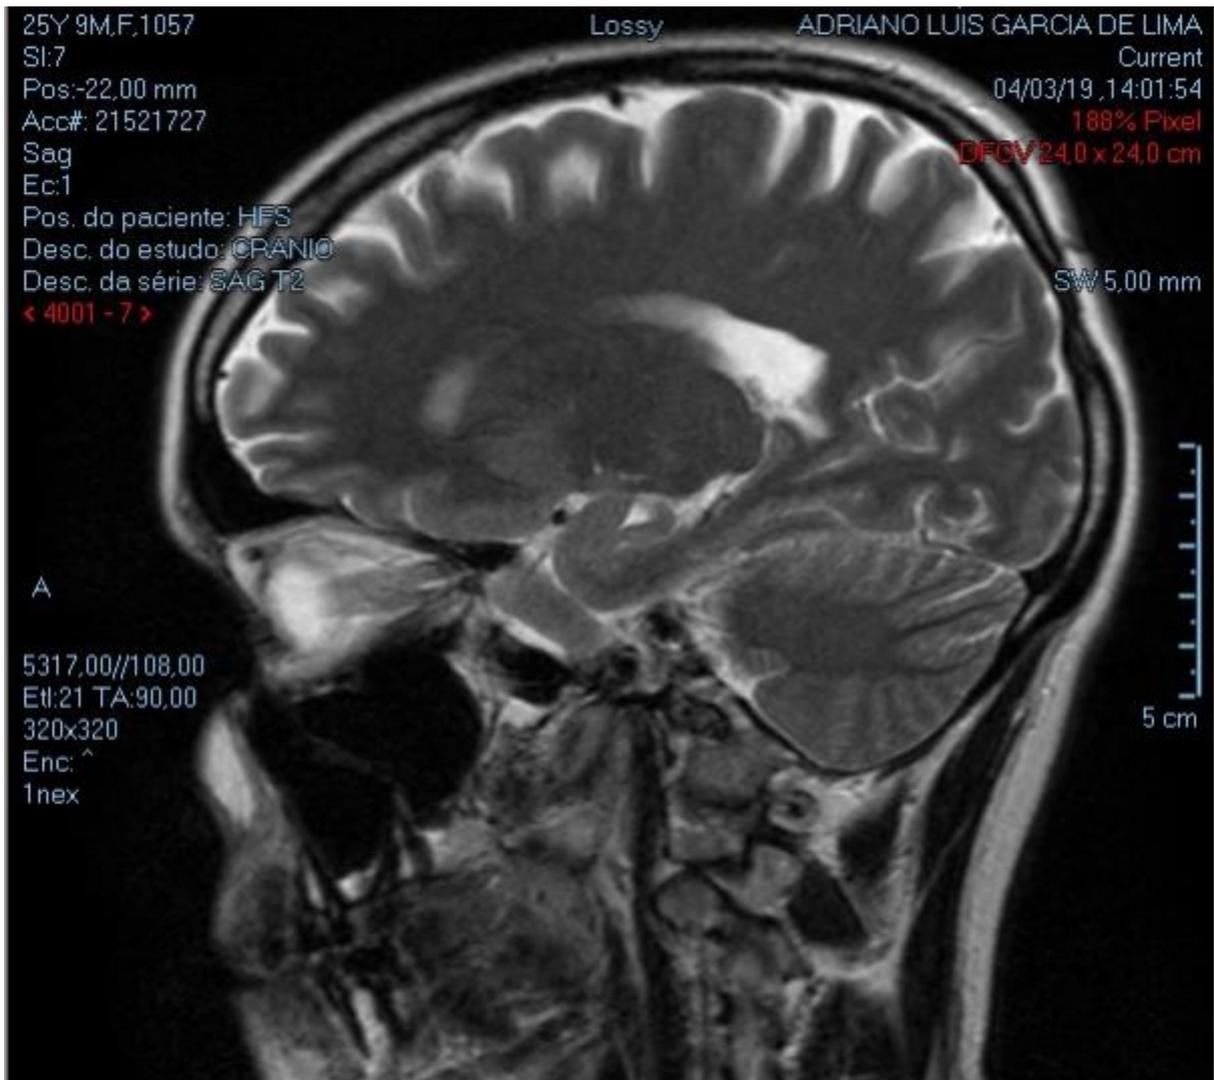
Ressonância magnética em corte sagital onde nota-se ausência de lesão.
